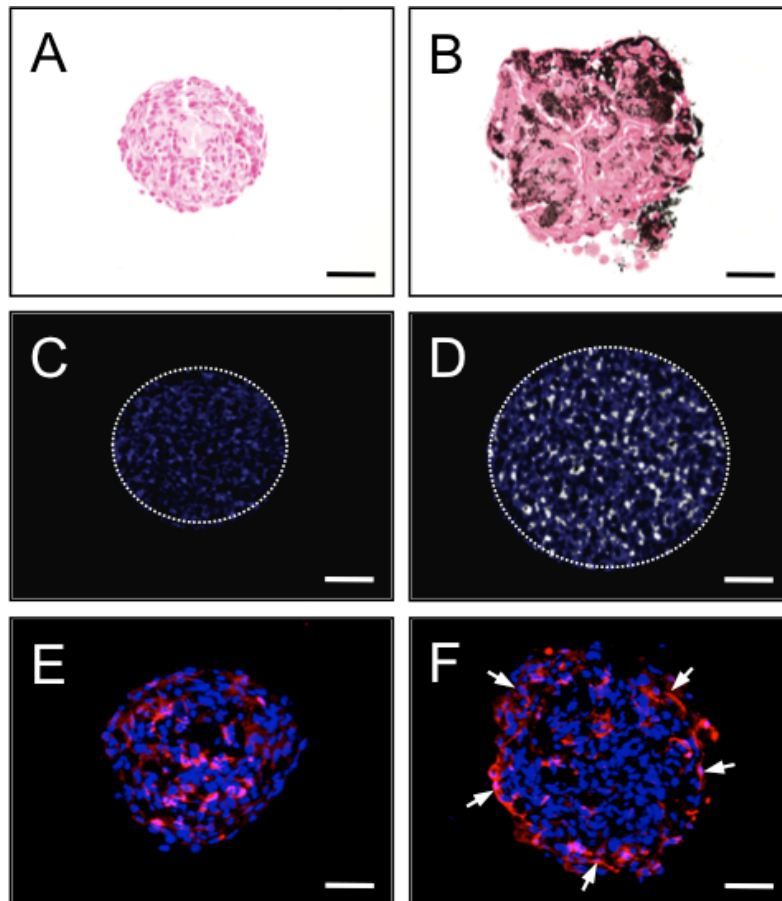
A,B: Mikroskopische Aufnahmen von einem mit von Kossa gefärbten undifferenzierten (A) und osteogen differenzierten adMSC-Sphäroid (B). Das differenzierte adMSC-Sphäroid enthält schwarzgefärbte, Phosphateinlagerungen (B). C,D: μ CT-Rekonstruktionen eines undifferenzierten (C) und eines differenzierten adMSC-Sphäroids (D) (die Grenze ist mit einer gepunkteten Linie markiert). Das differenzierte Sphäroid enthält mineralisierte Anteile (D, grau), wohingegen das undifferenzierte Sphäroid nur aus Weichteilgewebe besteht (C, blau). E,F: CD31-Färbung (rot) der Endothelzellen, die in beiden Sphäroid-Typen nachweisbar sind. Der Großteil der CD31-positiven Zellen im osteogen differenzierten adMSC-Sphäroid findet sich in den äußeren Zellschichten (F, Pfeile). Die Zellkerne wurden mit Hoechst 33342 (blau) angefärbt. Maßstab: 75 μ m.
